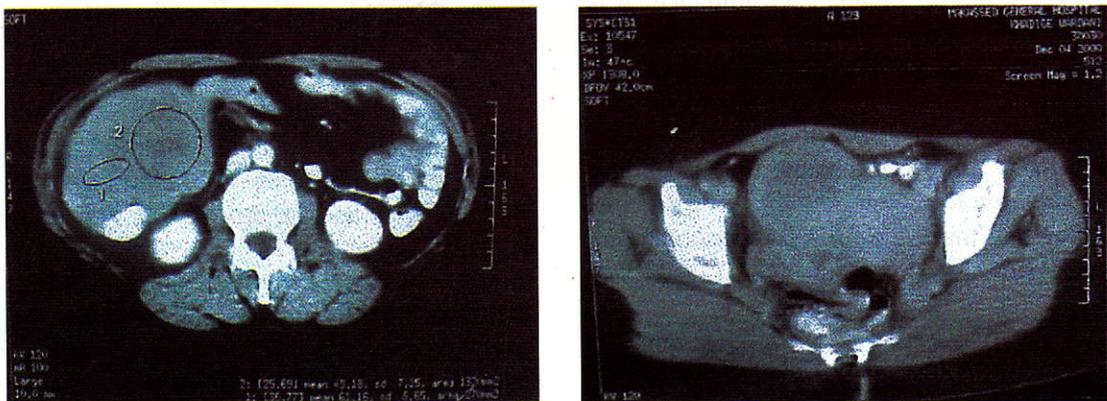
CT Scan of the abdomen and pelvis: a 10 cm lobulated necrotic mass with smooth contour located in the distal ileo-cecal region. It is contact with the anterior wall of the ascending colon. Note the other masses located in the right iliac fossa in contact with the ileopsoas muscle and the pelvic organs
